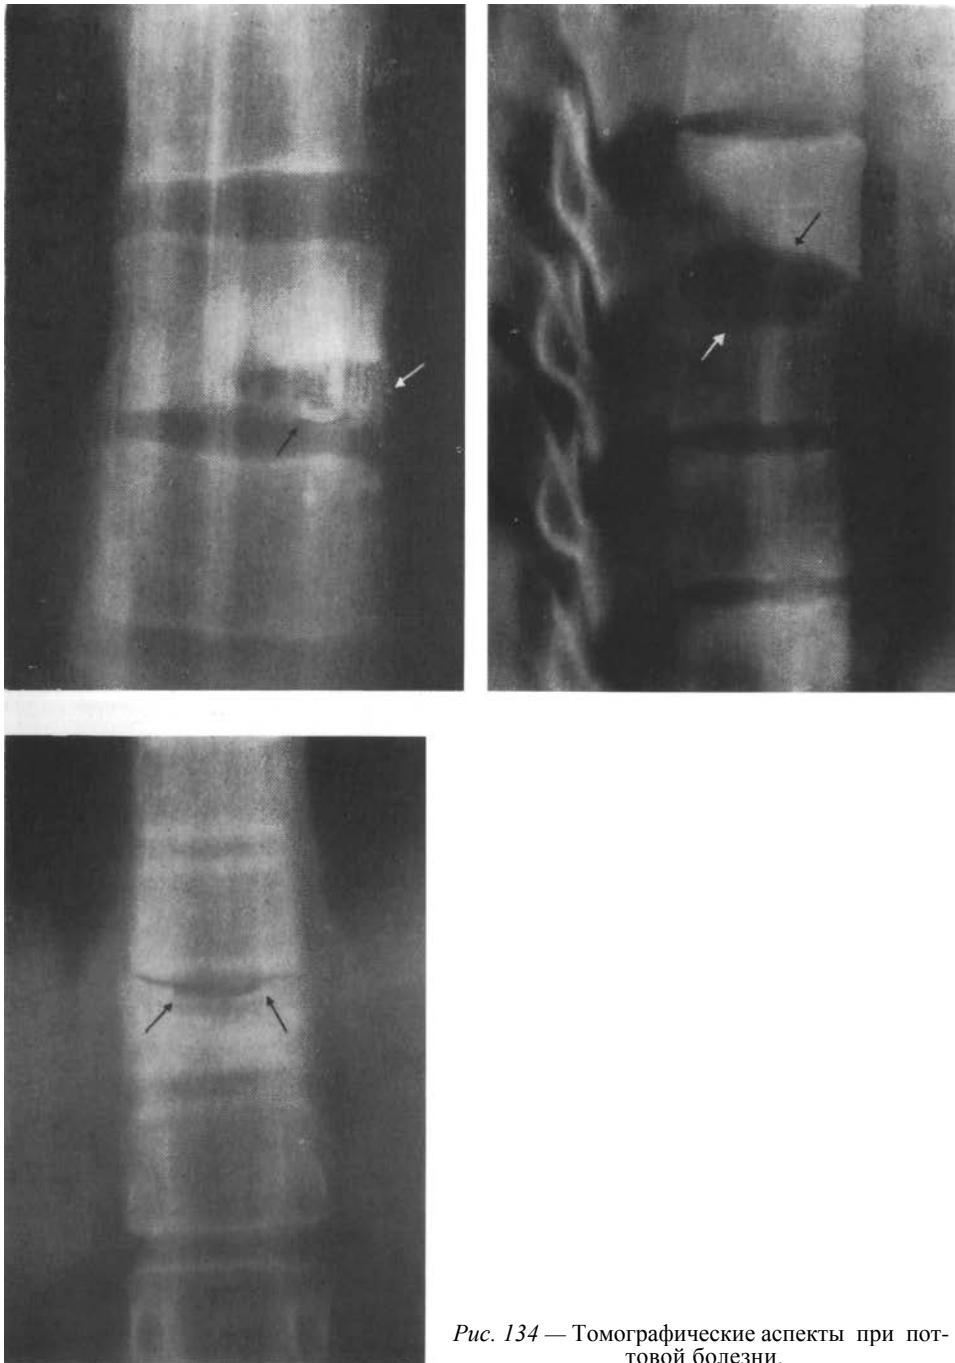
Томографические аспекты при поттовой болезни.
